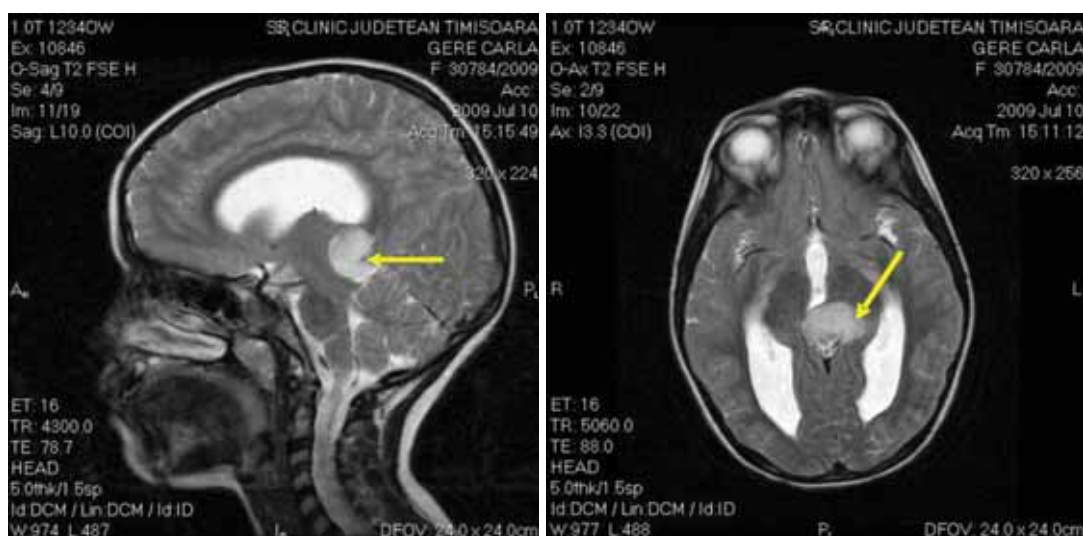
RMN cerebral-aspect preoperator
